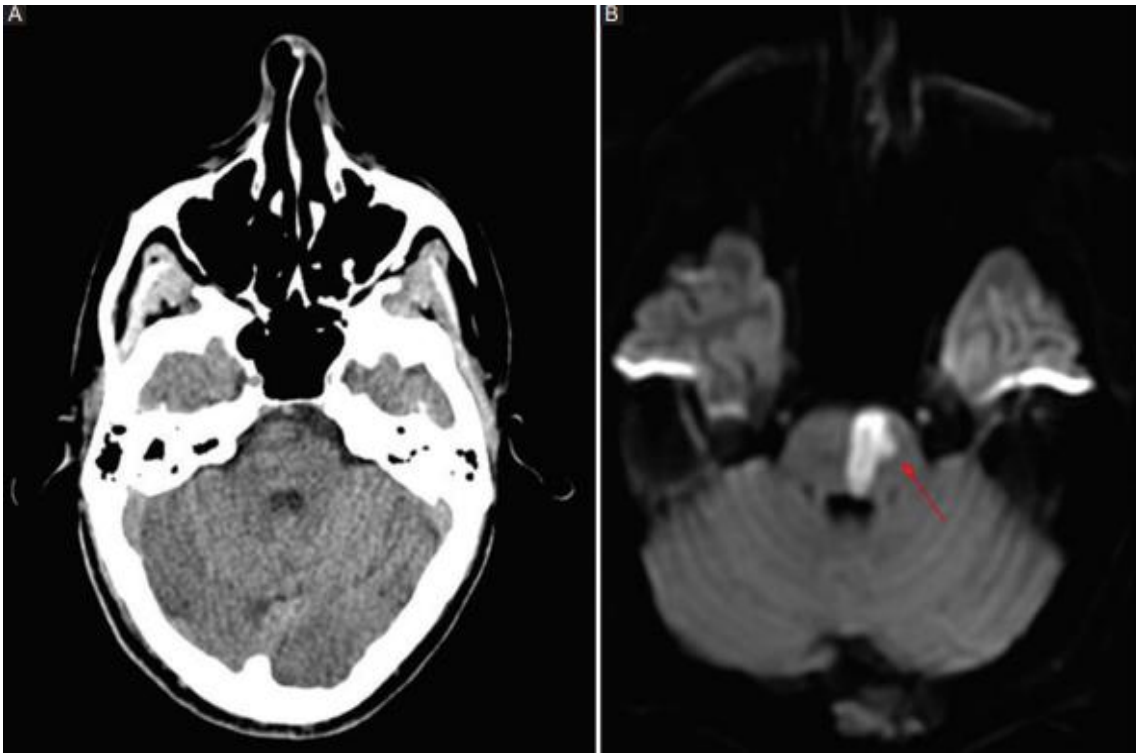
Lesión isquémica aguda protuberancial. (A) En TC la lesión no era visible. (B) En secuencia DWI se observa una marcada hiperseñal en el sector paramediano izquierdo de la protuberancia, en relación con lesión isquémica aguda (flecha)
